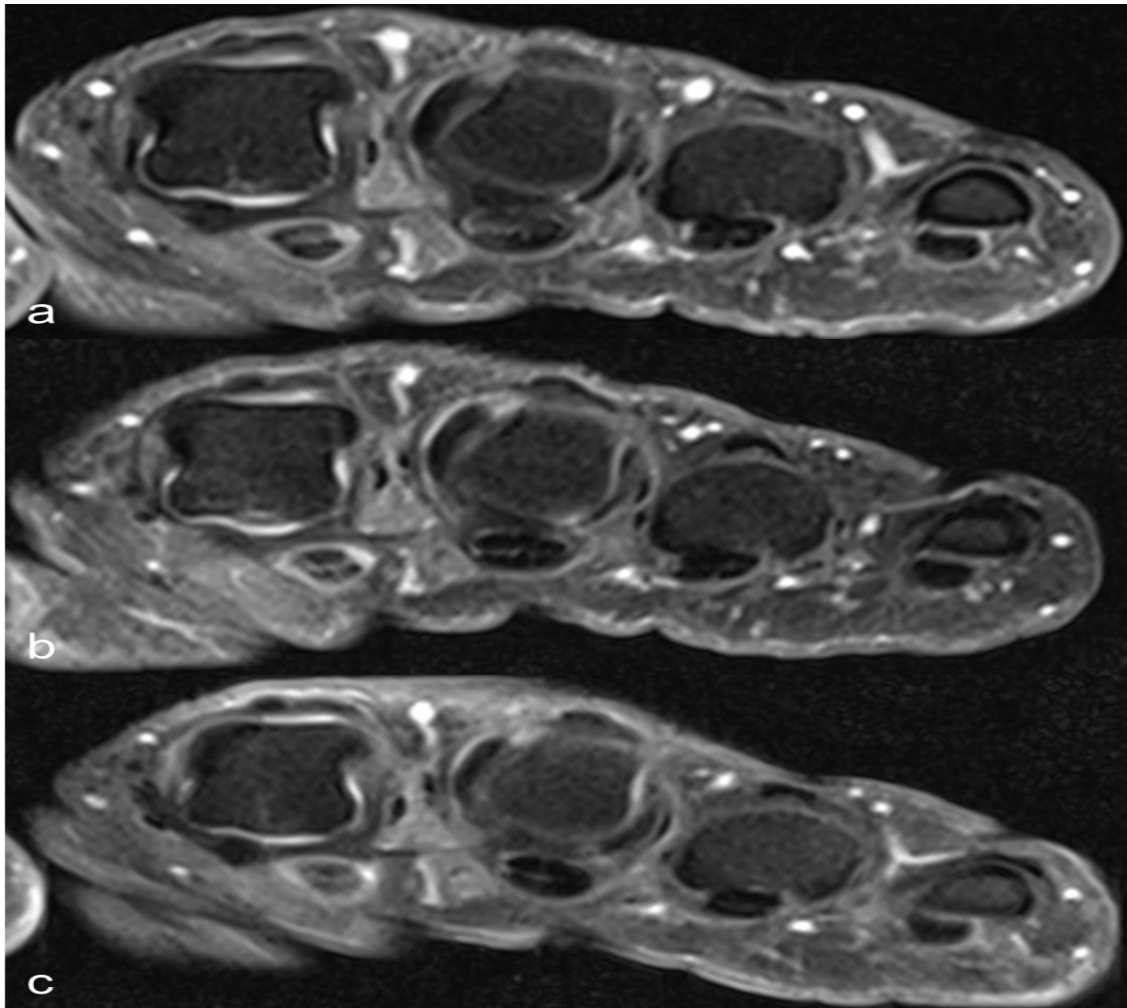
Bildbeispiel moderate Synovialitis. Axiale fettsupprimierte T1-Bilder der Metacarpophalangealgelenke (MCP) nach Kontrastmittelapplikation bei einem Patienten mit moderater Synovialitis. Der Subscore Synovialitis wird im Rahmen des Rheumatoid Arthritis Magnetic Resonance Imaging Score (RAMRIS) erhoben. Bild a ist der Ausgangsbefund vor Therapieeinleitung (V0). Die Bilder b und c zeigen die rückläufige Synovialitis im MCP II und III bei dem Patienten nach drei (V3) und sechs Monaten (V6).
